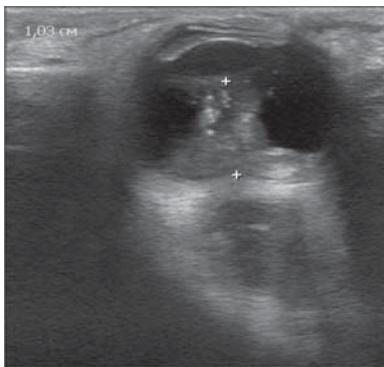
УЗИ правой орбиты: опухоль глаза размерами 17x7x16 мм, проминирующая до хрусталика и распространяющаяся по ходу ЗН в виде узла размерами 16x11x13 мм.
